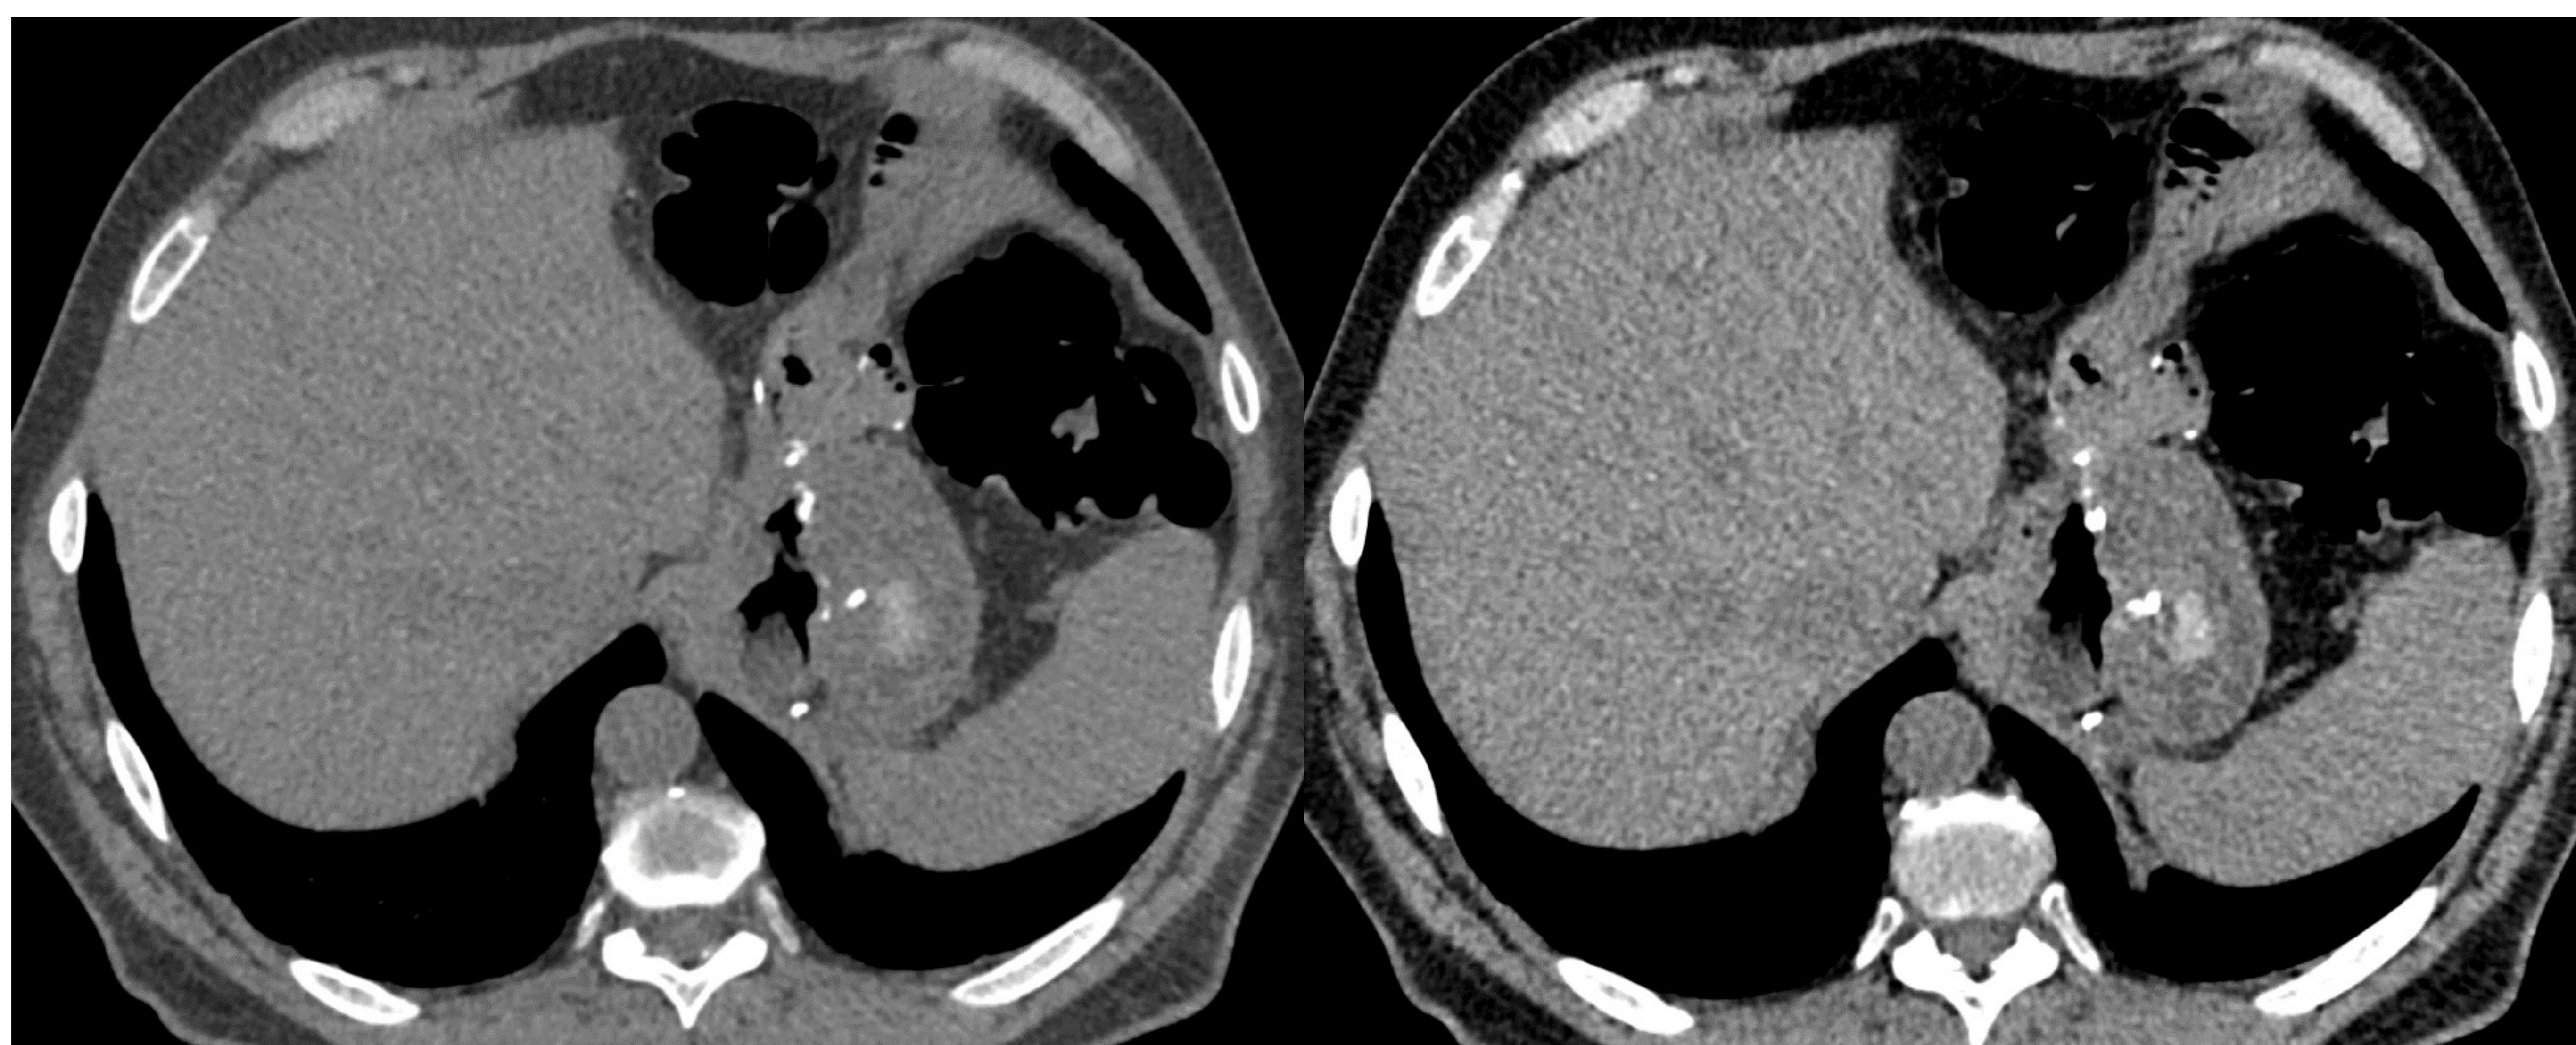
Sangrado digestivo. Paciente operada en 2013 que acude a Urgencias por melenas. Gastroscopia y colonoscopia normal. En el TC, se observa imagen hiperdensa en el remanente gástrico que sugiere coágulo adherido. Estudio de AngioTC sin signos de sangrado activo.
